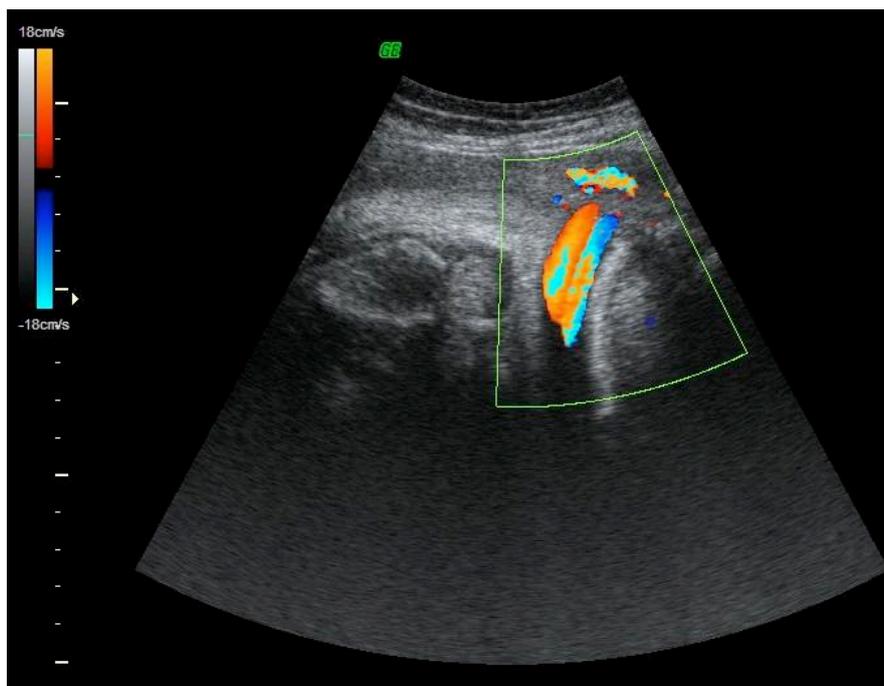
Sonographischer Längsschnitt des fetalen Halses mit farbdopplersonographisch sichtbarer NSU
